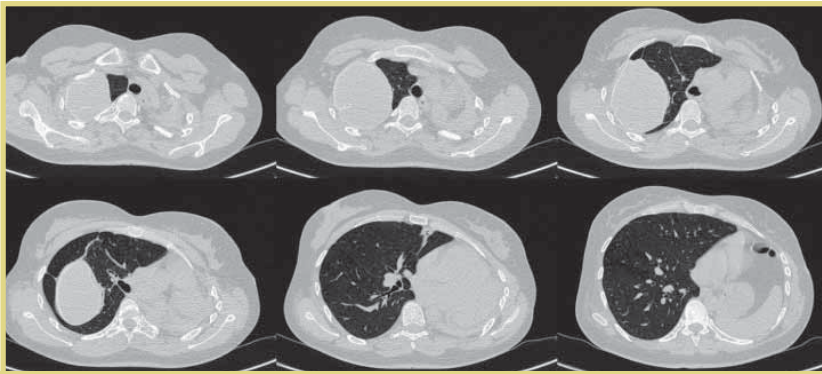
КТ ОГК через 3 года после хирургического лечения
